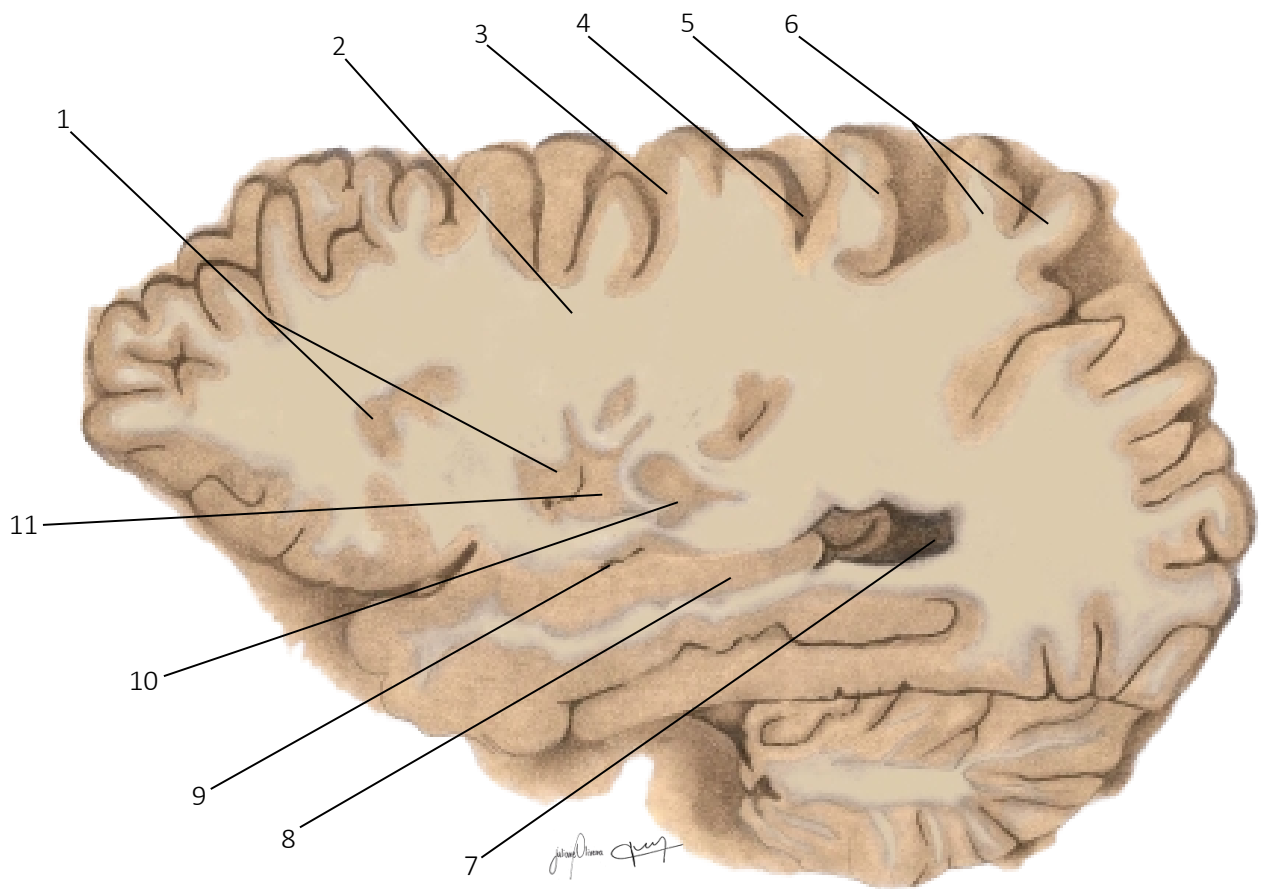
Secção sagital do encéfalo ao nível do núcleo claustró e hipocampo. RNM (A) e TC (B). É possível identificar claramente a coroa radiada a qual contribui para a formação do centro branco medular. O sulco central é evidenciado ao separar os giros pré e pós-central. No lobo temporal observa-se uma densa massa de substância cinzenta alongada correspondente ao hipocampo e, posteriormente a este último, o início do corno occipital do ventrículo lateral. É importante reconhecer as fibras arqueadas justacorticais (em U) formadas por substância branca.
